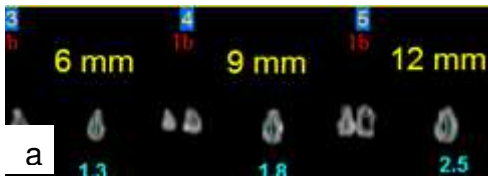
(a) - Tomografia do canal anatômico da amostra 13
